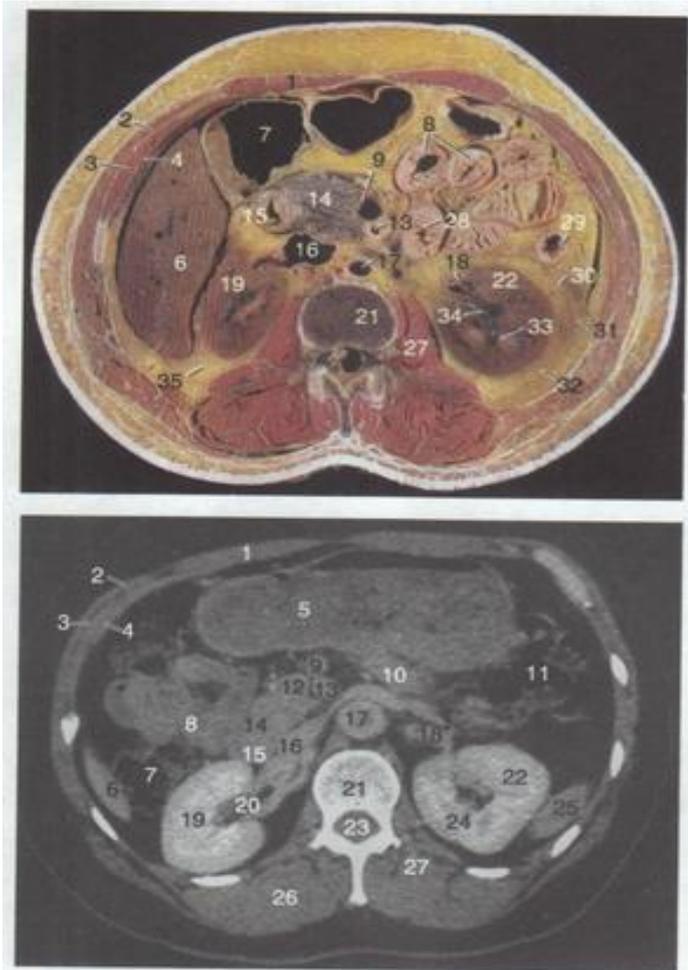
经左肾门上部 and 十二指肠空肠曲下缘的横断层及CT(增强)图
